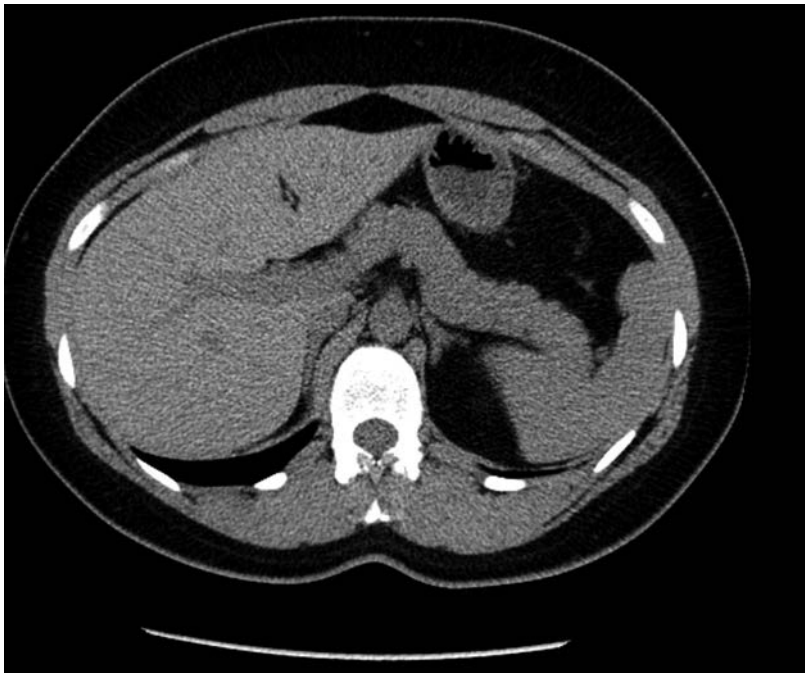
CT-Abdomen Voruntersuchung 2009 mit unauffälliger linker Nebenniere.
